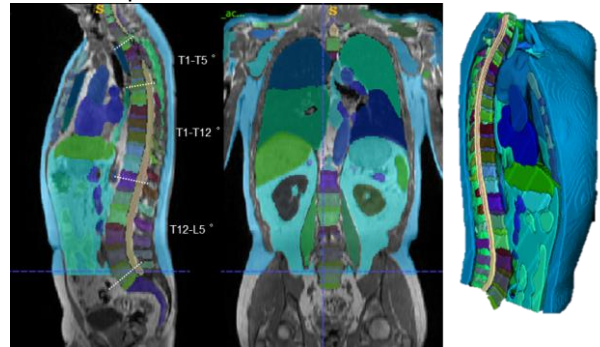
Extracted anatomical structures from MRI images to estimate spinal loading
